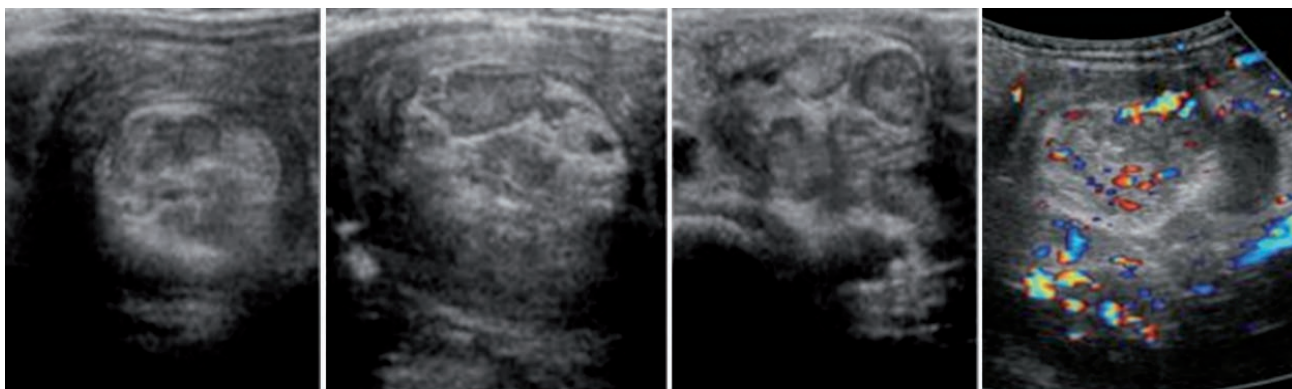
Visualization of intussusceptum on color doppler.
